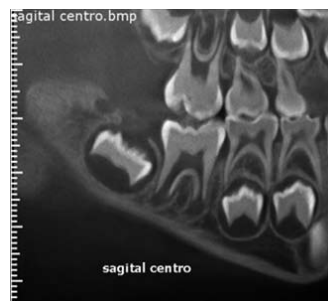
Corte sagital de CBCT. Se observa diente 3.6 en evolución extraósea, con desarrollo radicular incompleto y presencia de área radiolúcida interradicular.
